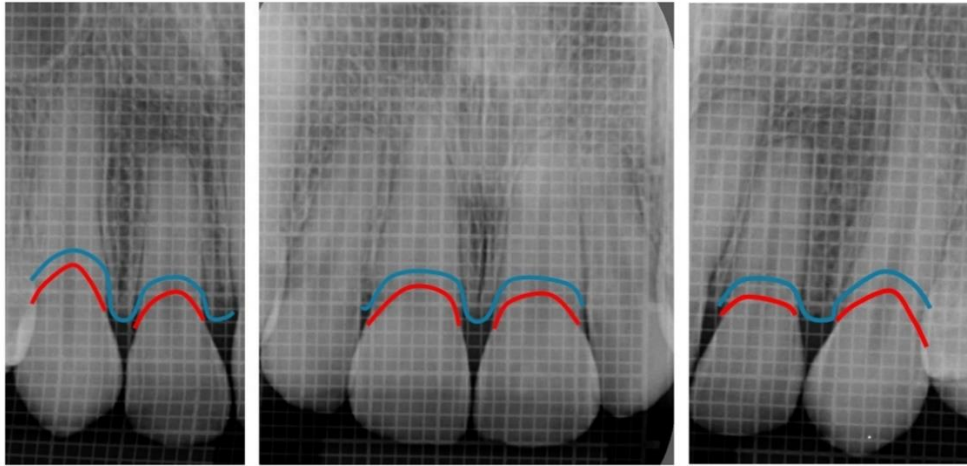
Radiografias periapicais mostrando a relação entre a junção amelocementária à crista óssea. A linha vermelha refere-se à junção amelocementária e linha azul ao nível da crista óssea alveolar. Fonte: Próprio autor.
